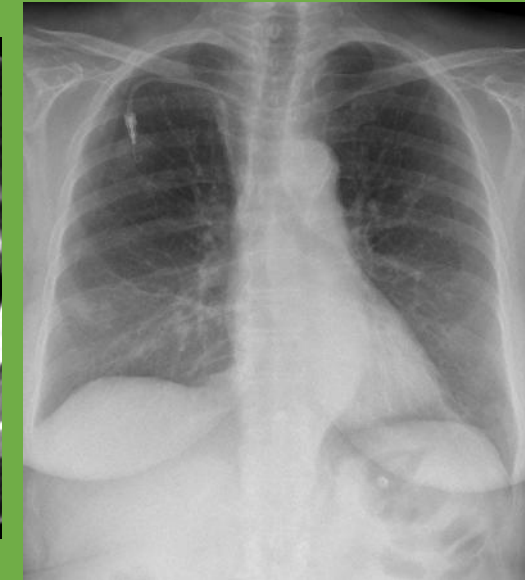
Radiografía 15 días antes
